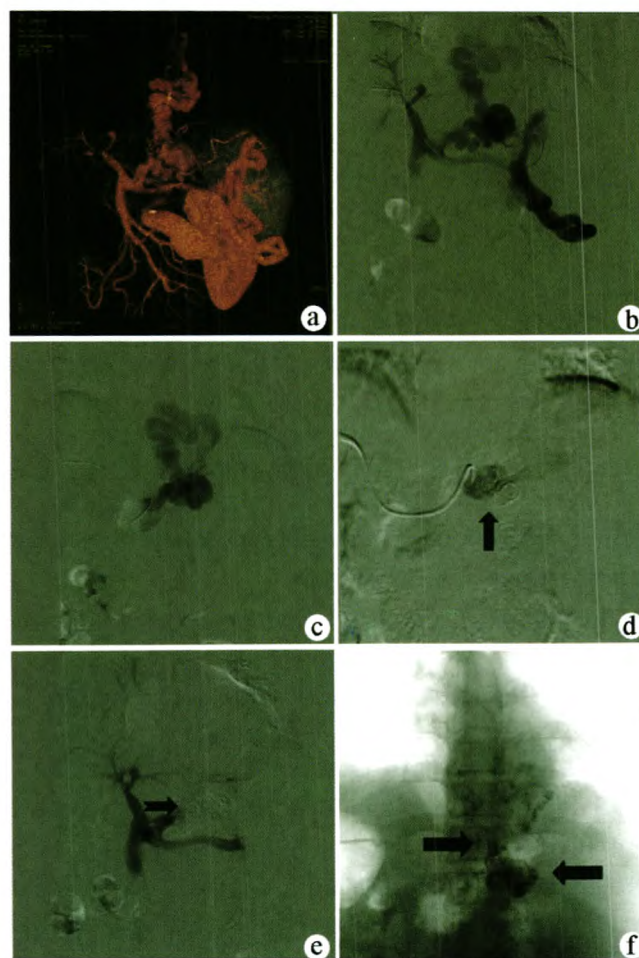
病例1 a:术前CT门静脉成像显示胃冠状静脉-膈上静脉分流及脾肾分流两条分流通道;b:经皮经肝穿刺行直接门静脉造影,证实患者存在上述两条分流道;c:导管选择胃冠状静脉,造影见曲张血管内血流速度快;d:先给予纤毛钢圈(箭头)减慢血流,再给予TH胶注射;e:再次行直接门静脉造影,显示TH胶沉积良好(箭头),分流道内血流消失,脾肾分流给予保留;f:TH胶在分流道内沉积良好,永久栓塞分流道
